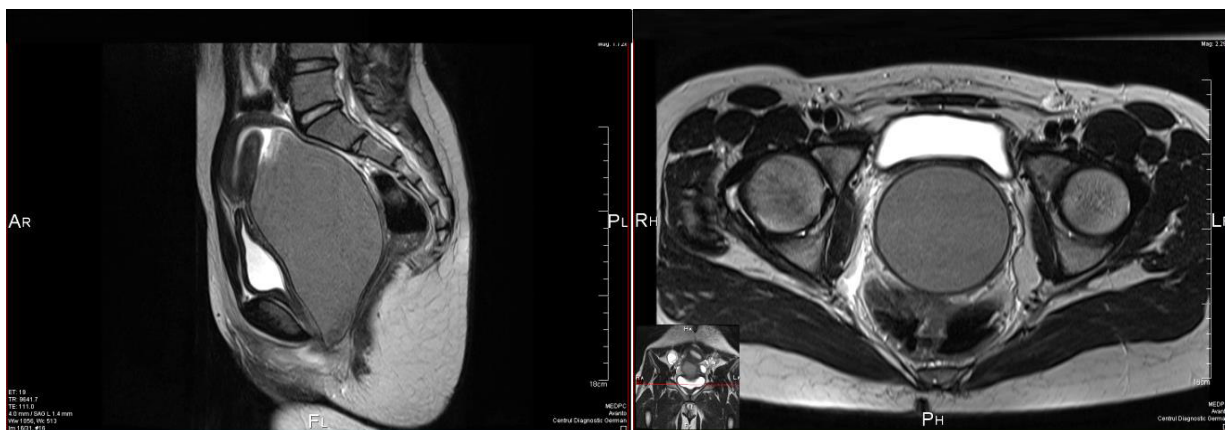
IRM în ponderație T2, plan sagital. Fig.4.7. IRM în ponderație T2, plan axial. Conținutul hemoragic intravaginal cu Hematocolpos masiv compresia vezicii urinare și a rectului
